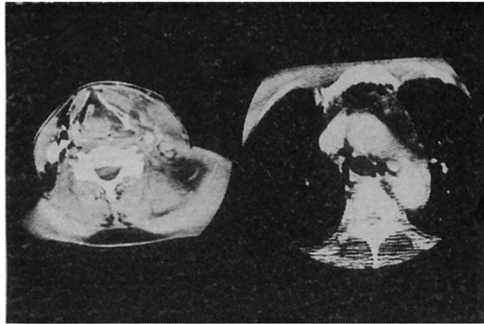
CT scan of anterior visceral abscess with mediastinitis
